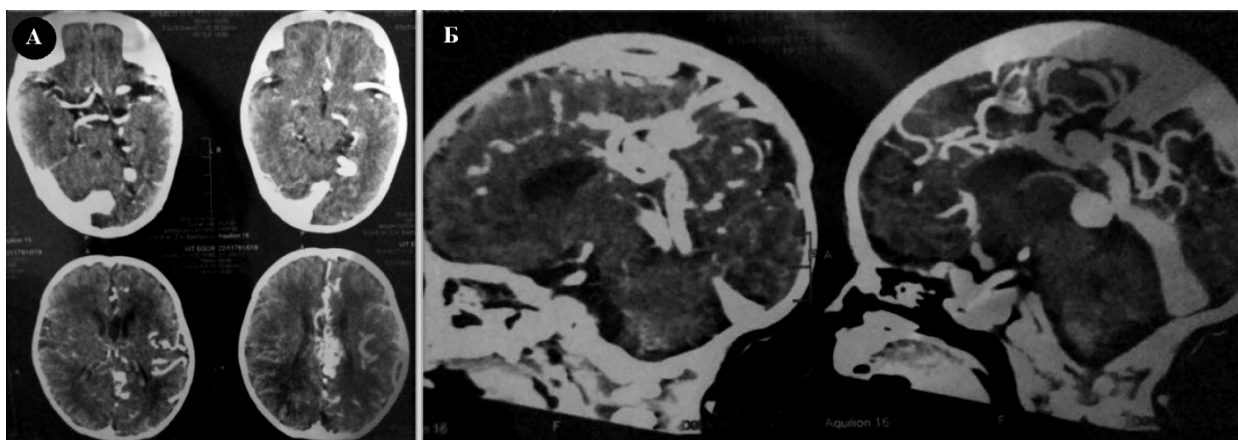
Рентгеновские мультиспиральные компьютерные томограммы пациентки В. с контрастным усилением сосудистого русла; MPR-реконструкции.
